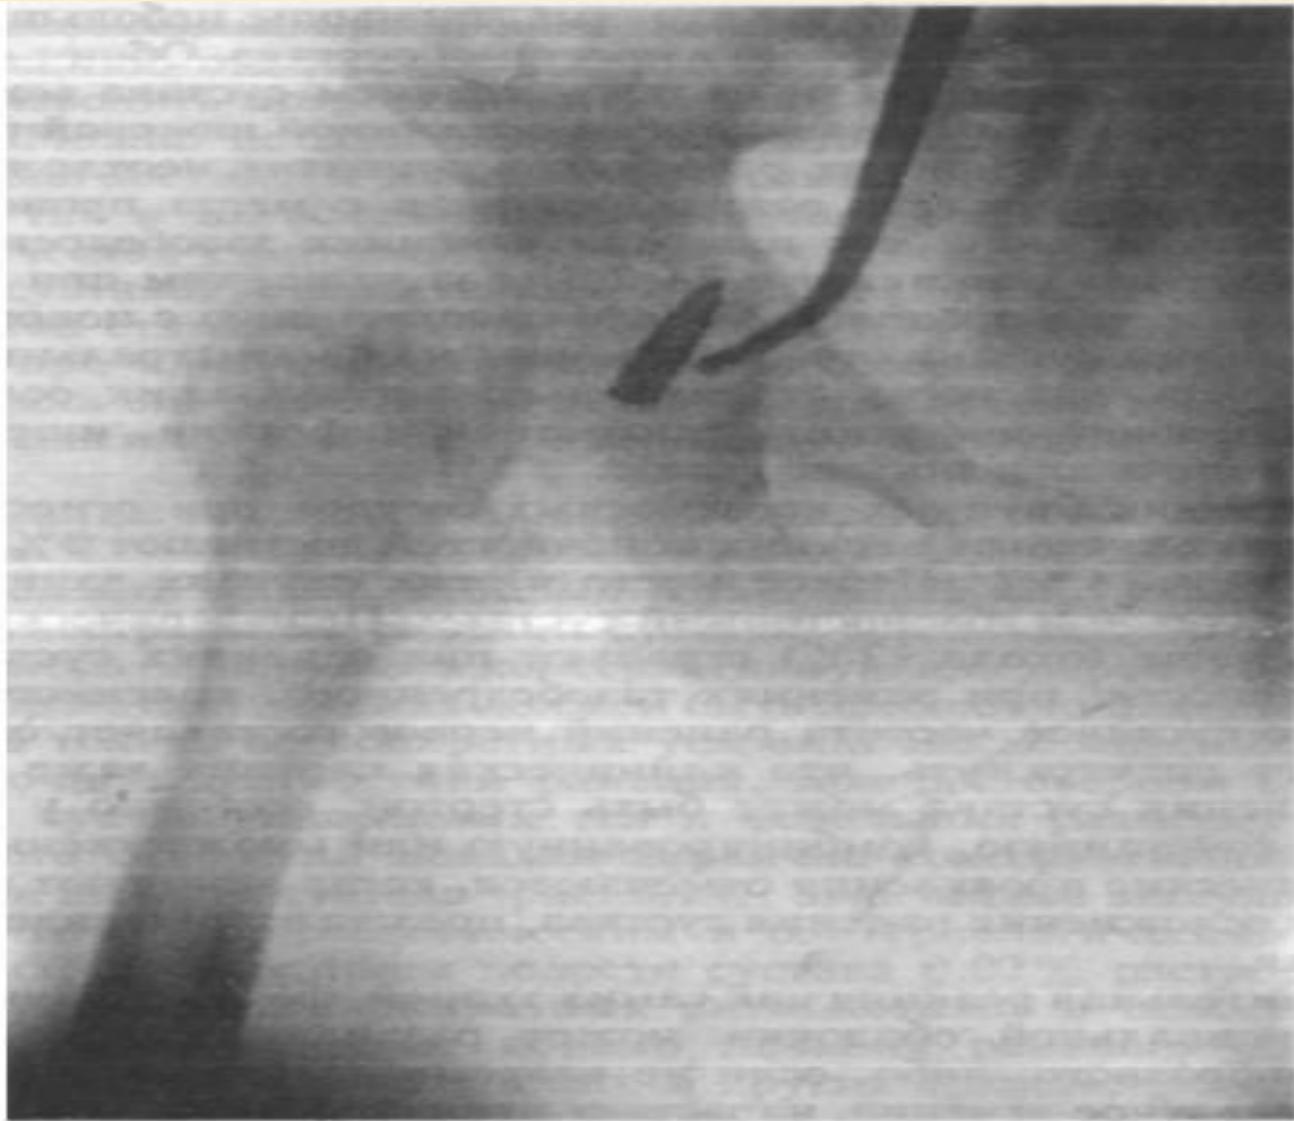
Пуля в тазобедренном суставе. Интраоперационная рентгенография с ориентиром.
